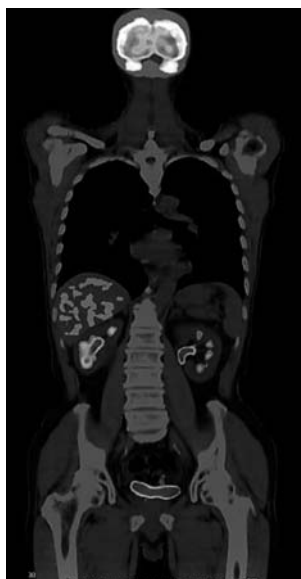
¹⁸F-FDG PET/CT showed no malignant lesion.
